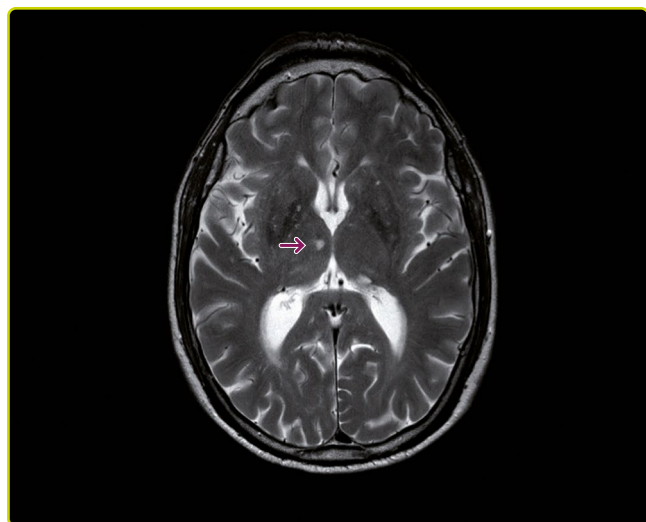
RM potenciada en T2 con infartos lacunares de ganglios basales; se señala el infarto talámico derecho.
